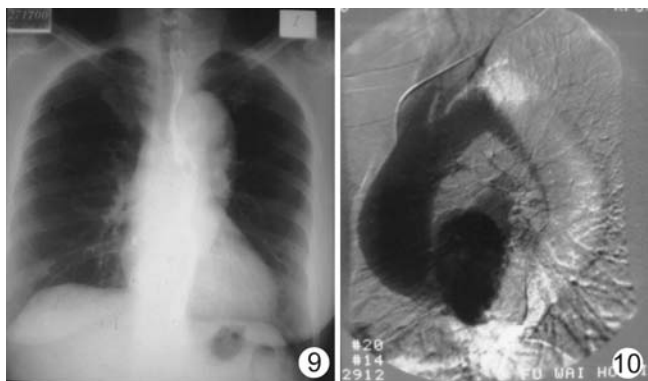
10 Ⅲ型 AD 胸片(后前立位)主动脉弓降部及降主动脉普遍扩张(图 9)提示 AD,同一病例 MRI(自旋回波 T1 加权)弓降部及降主动脉可见双腔,假腔明显扩张(图 10)
